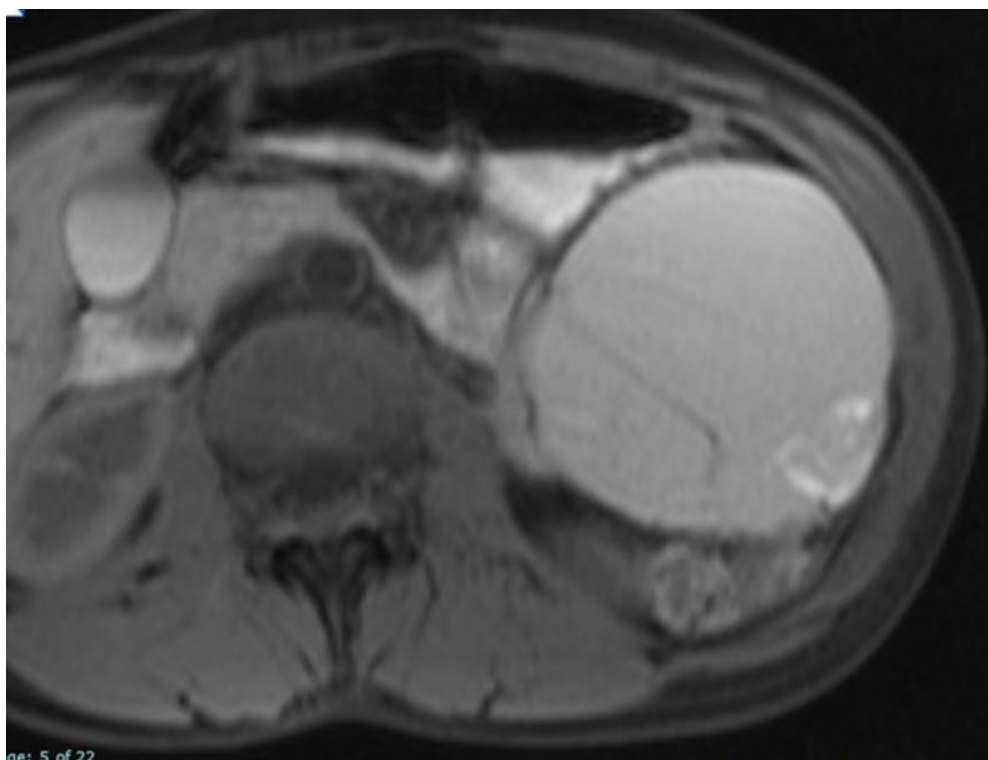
Neoplasia quística mucinosa en RM T1
